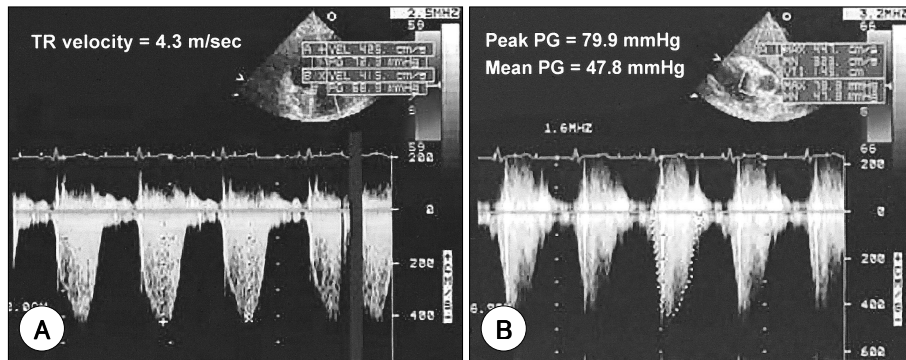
Continuous-wave Doppler echocardiography across the tricuspid valve (Panel A) and pulmonic valve (Panel B). The peak velocity of tricuspid regurgitant flow was 4.3 m/sec (Panel A). The peak and mean systolic pressure gradients across the pulmonic valve were 79.9 and 47.8 mmHg, respectively (Panel B).
